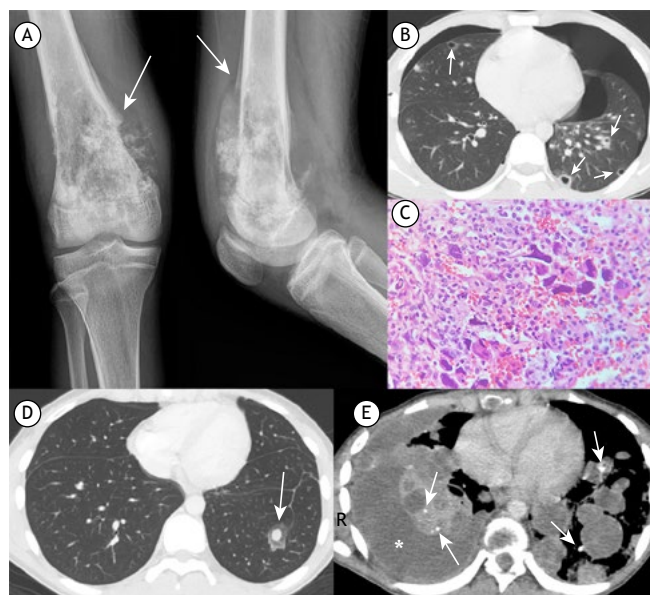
Radiografia frontal e lateral (A) do fêmur distal direito (realizadas em fevereiro de 2019) evidenciando uma massa justacortical com triângulo de Codman, reação periosteal (setas brancas) e focos de calcificação. A metástase femoral está envolvida e o tumor se estende até a diáfise. Imagem de TC de tórax (B) obtida durante quimioterapia neoadjuvante (em abril de 2019). Vista axial mostrando múltiplos nódulos escavados, alguns dos quais são periféricos (setas brancas). Pneumotórax bilateral também pode ser observado. Características histológicas (C) de um nódulo pulmonar: neoplasia composta por células fusiformes e células epitelióides atípicas com matriz osteóide circundada por células gigantes, semelhantes aos osteoclastos. Coloração de hematoxilina e eosina, ampliação original $\times 40$. Imagem axial de TC de tórax (D) obtida durante quimioterapia de segunda linha (em outubro de 2019) mostrando opacidade nodular no lobo inferior esquerdo com halo em vidro fosco (seta branca), sugerindo metástase hemorrágica. Imagem axial de TC de tórax (E) obtida com a janela mediastinal durante quimioterapia de terceira linha (em março de 2020) evidenciando múltiplas massas bilaterais com densidade de tecidos moles. Note também os focos de calcificação (setas brancas) e derrame pleural (asterisco).
